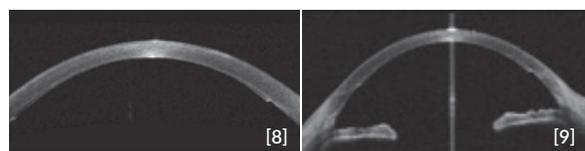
Imagem por tomografia de coerência ótica (OCT) de segmento anterior 6 meses após o DSAEK, sendo possível identificar o lentículo com espessura aproximada de 100 micras (seta branca).
